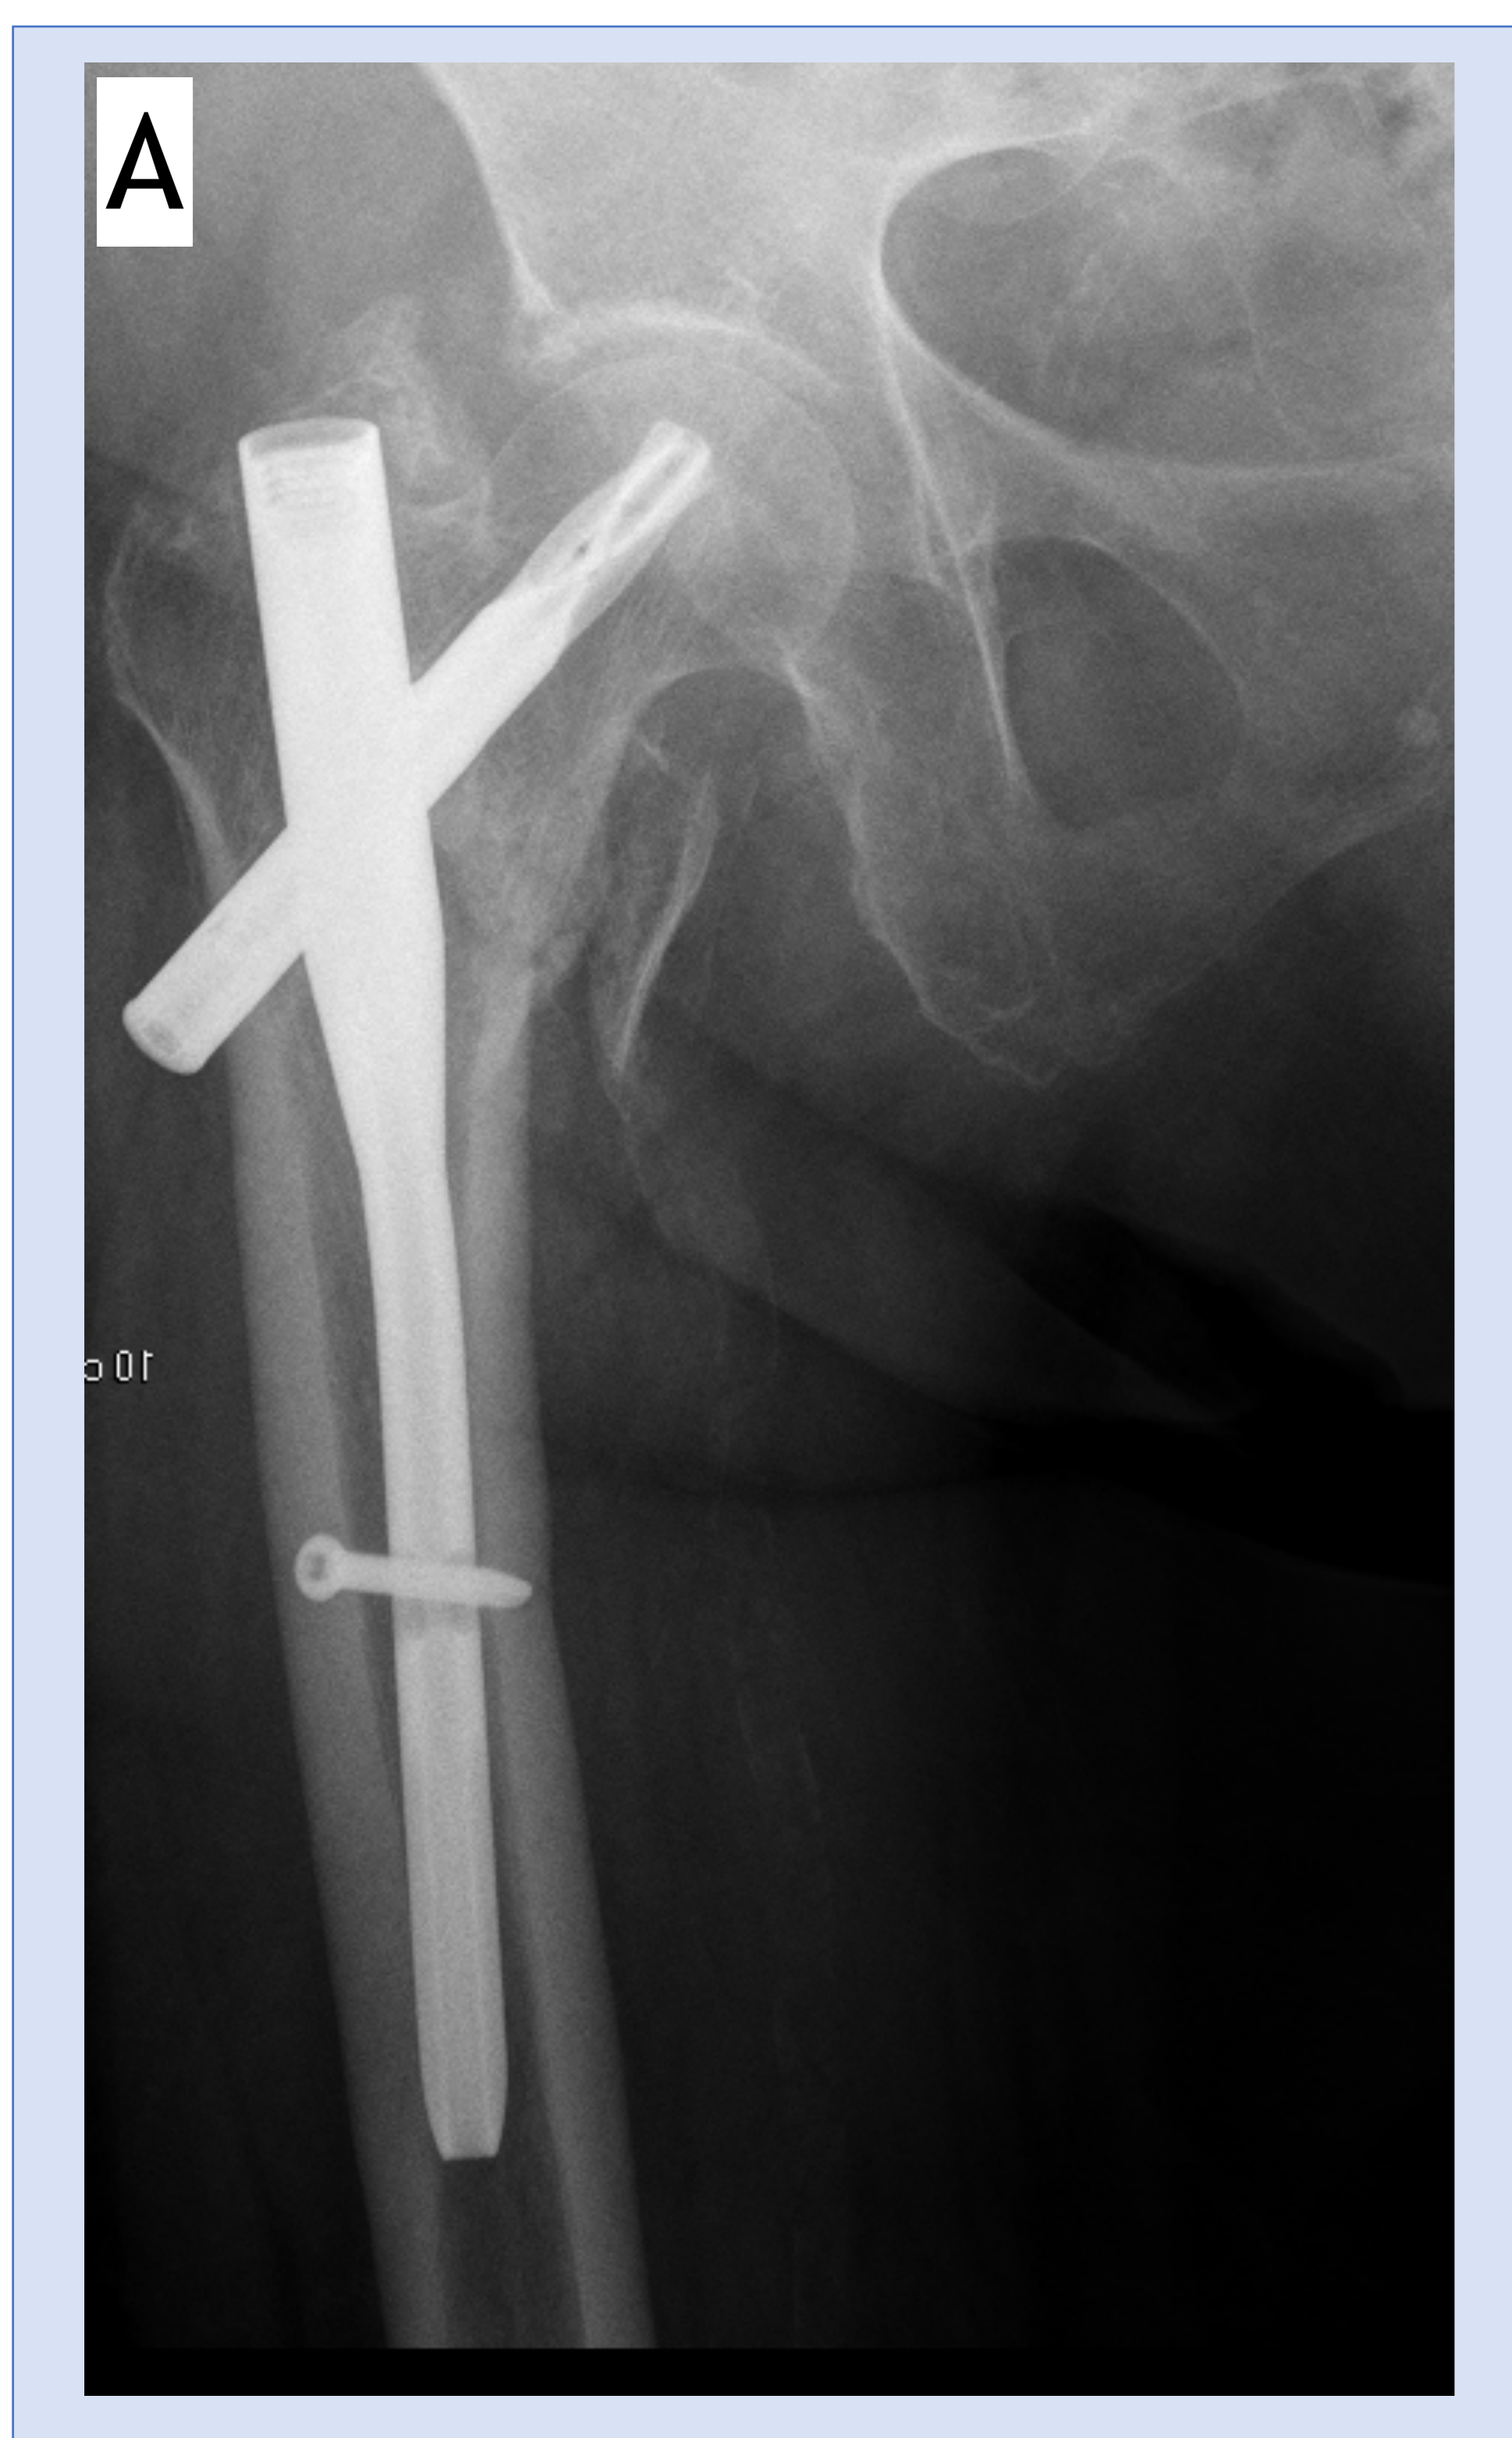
Radiografía AP (A) y lateral (B) de cadera derecha.
